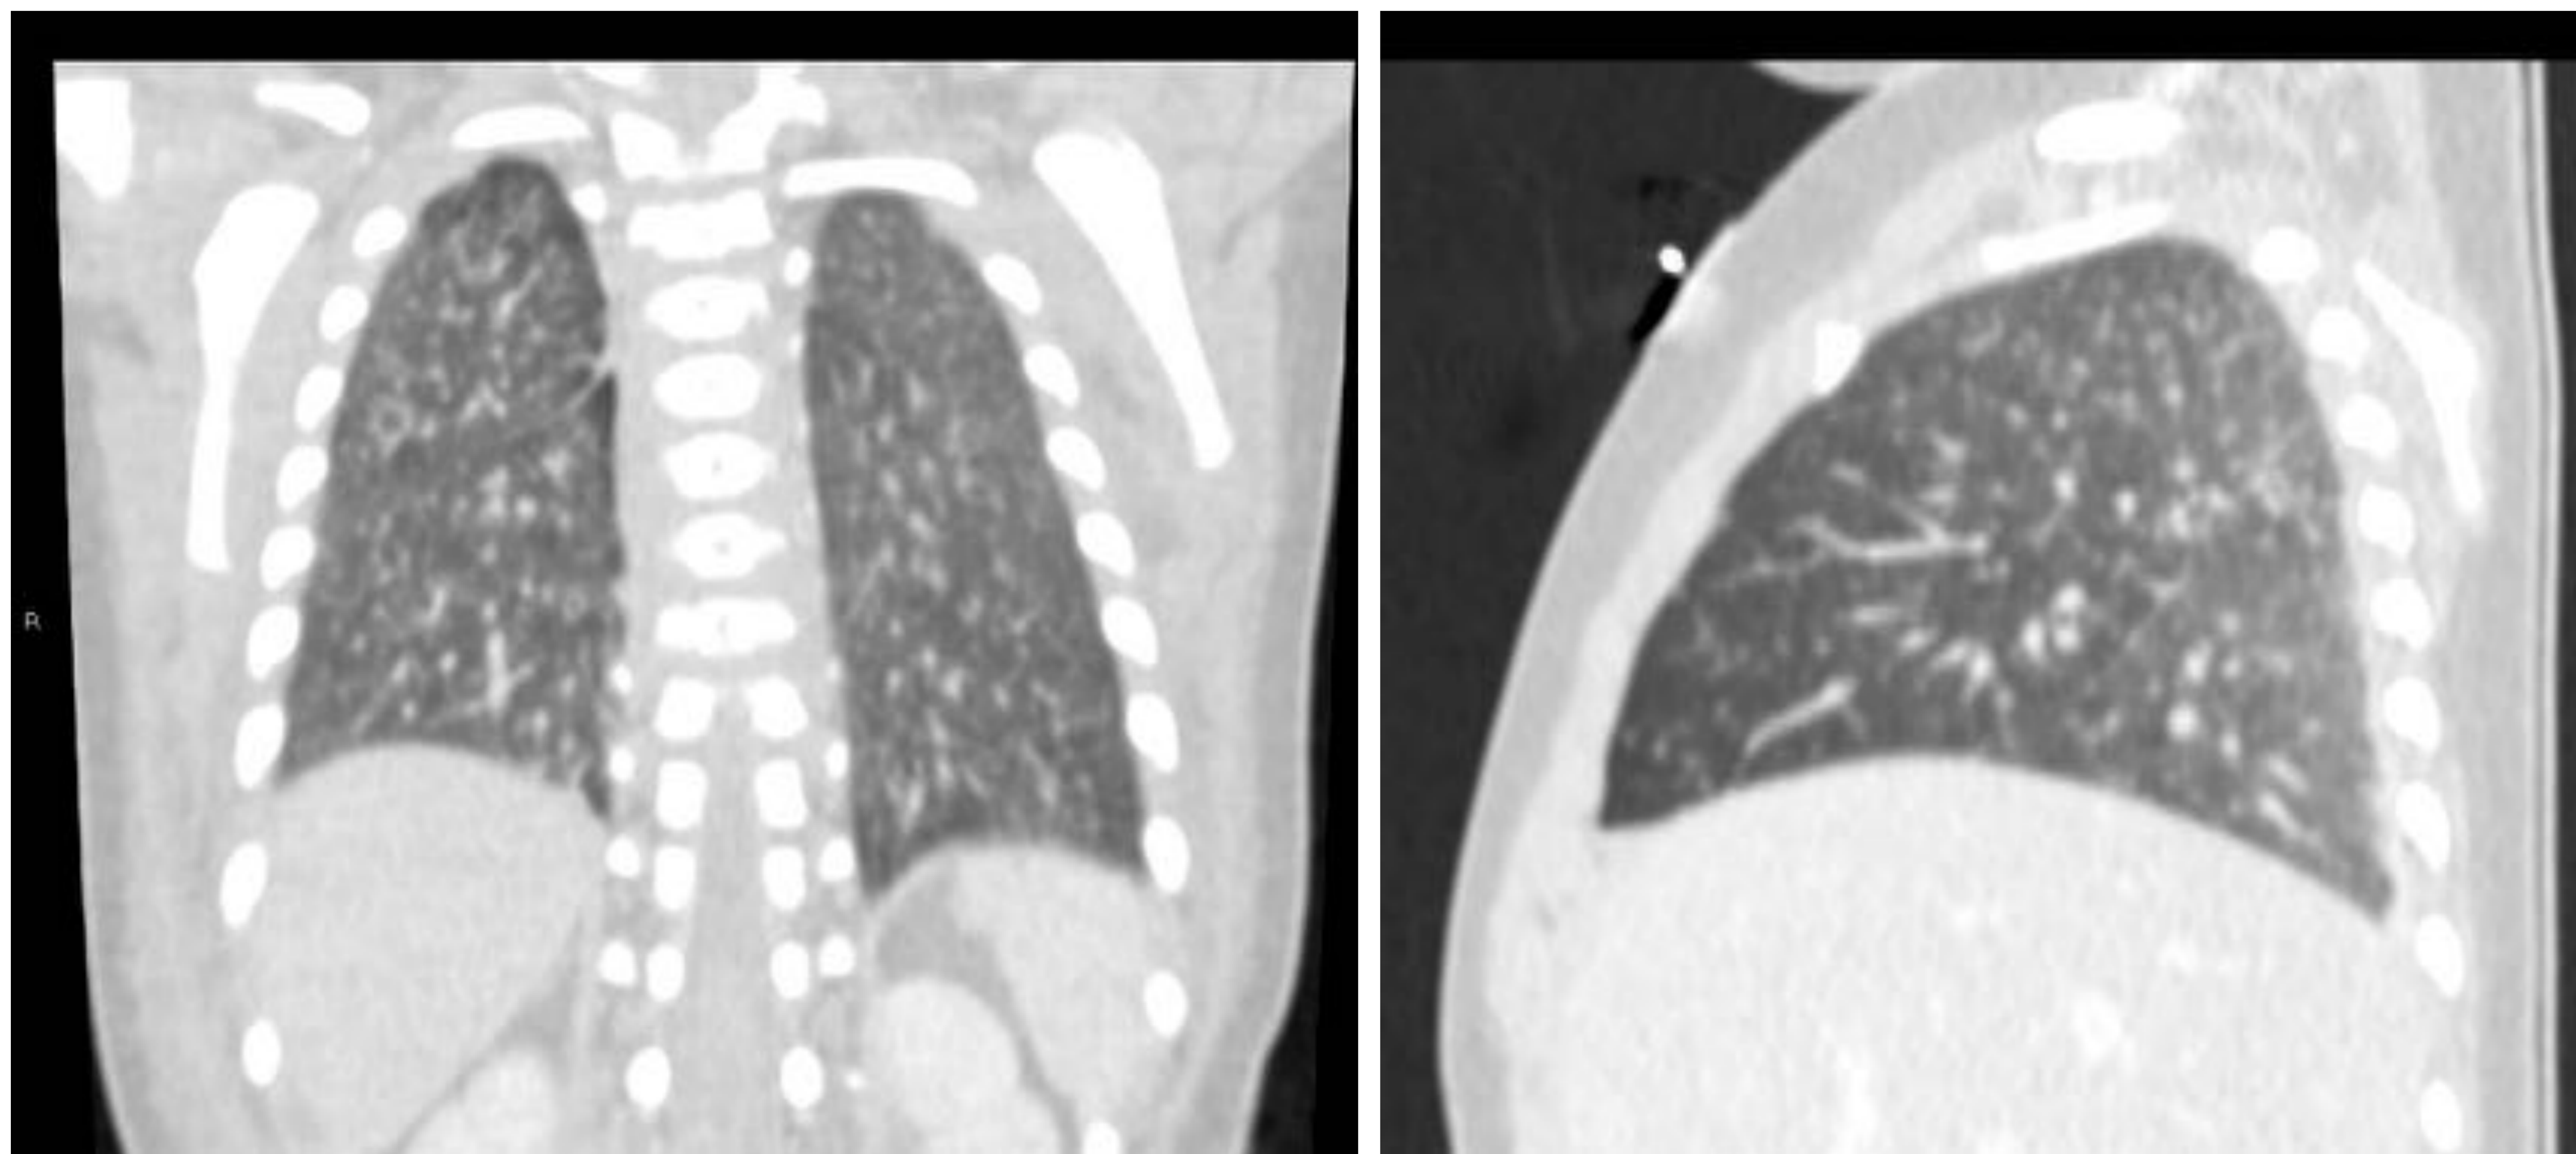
Planos coronal y sagital de TC de tórax de una niña de 7 meses con patrón miliar pulmonar bilateral.
